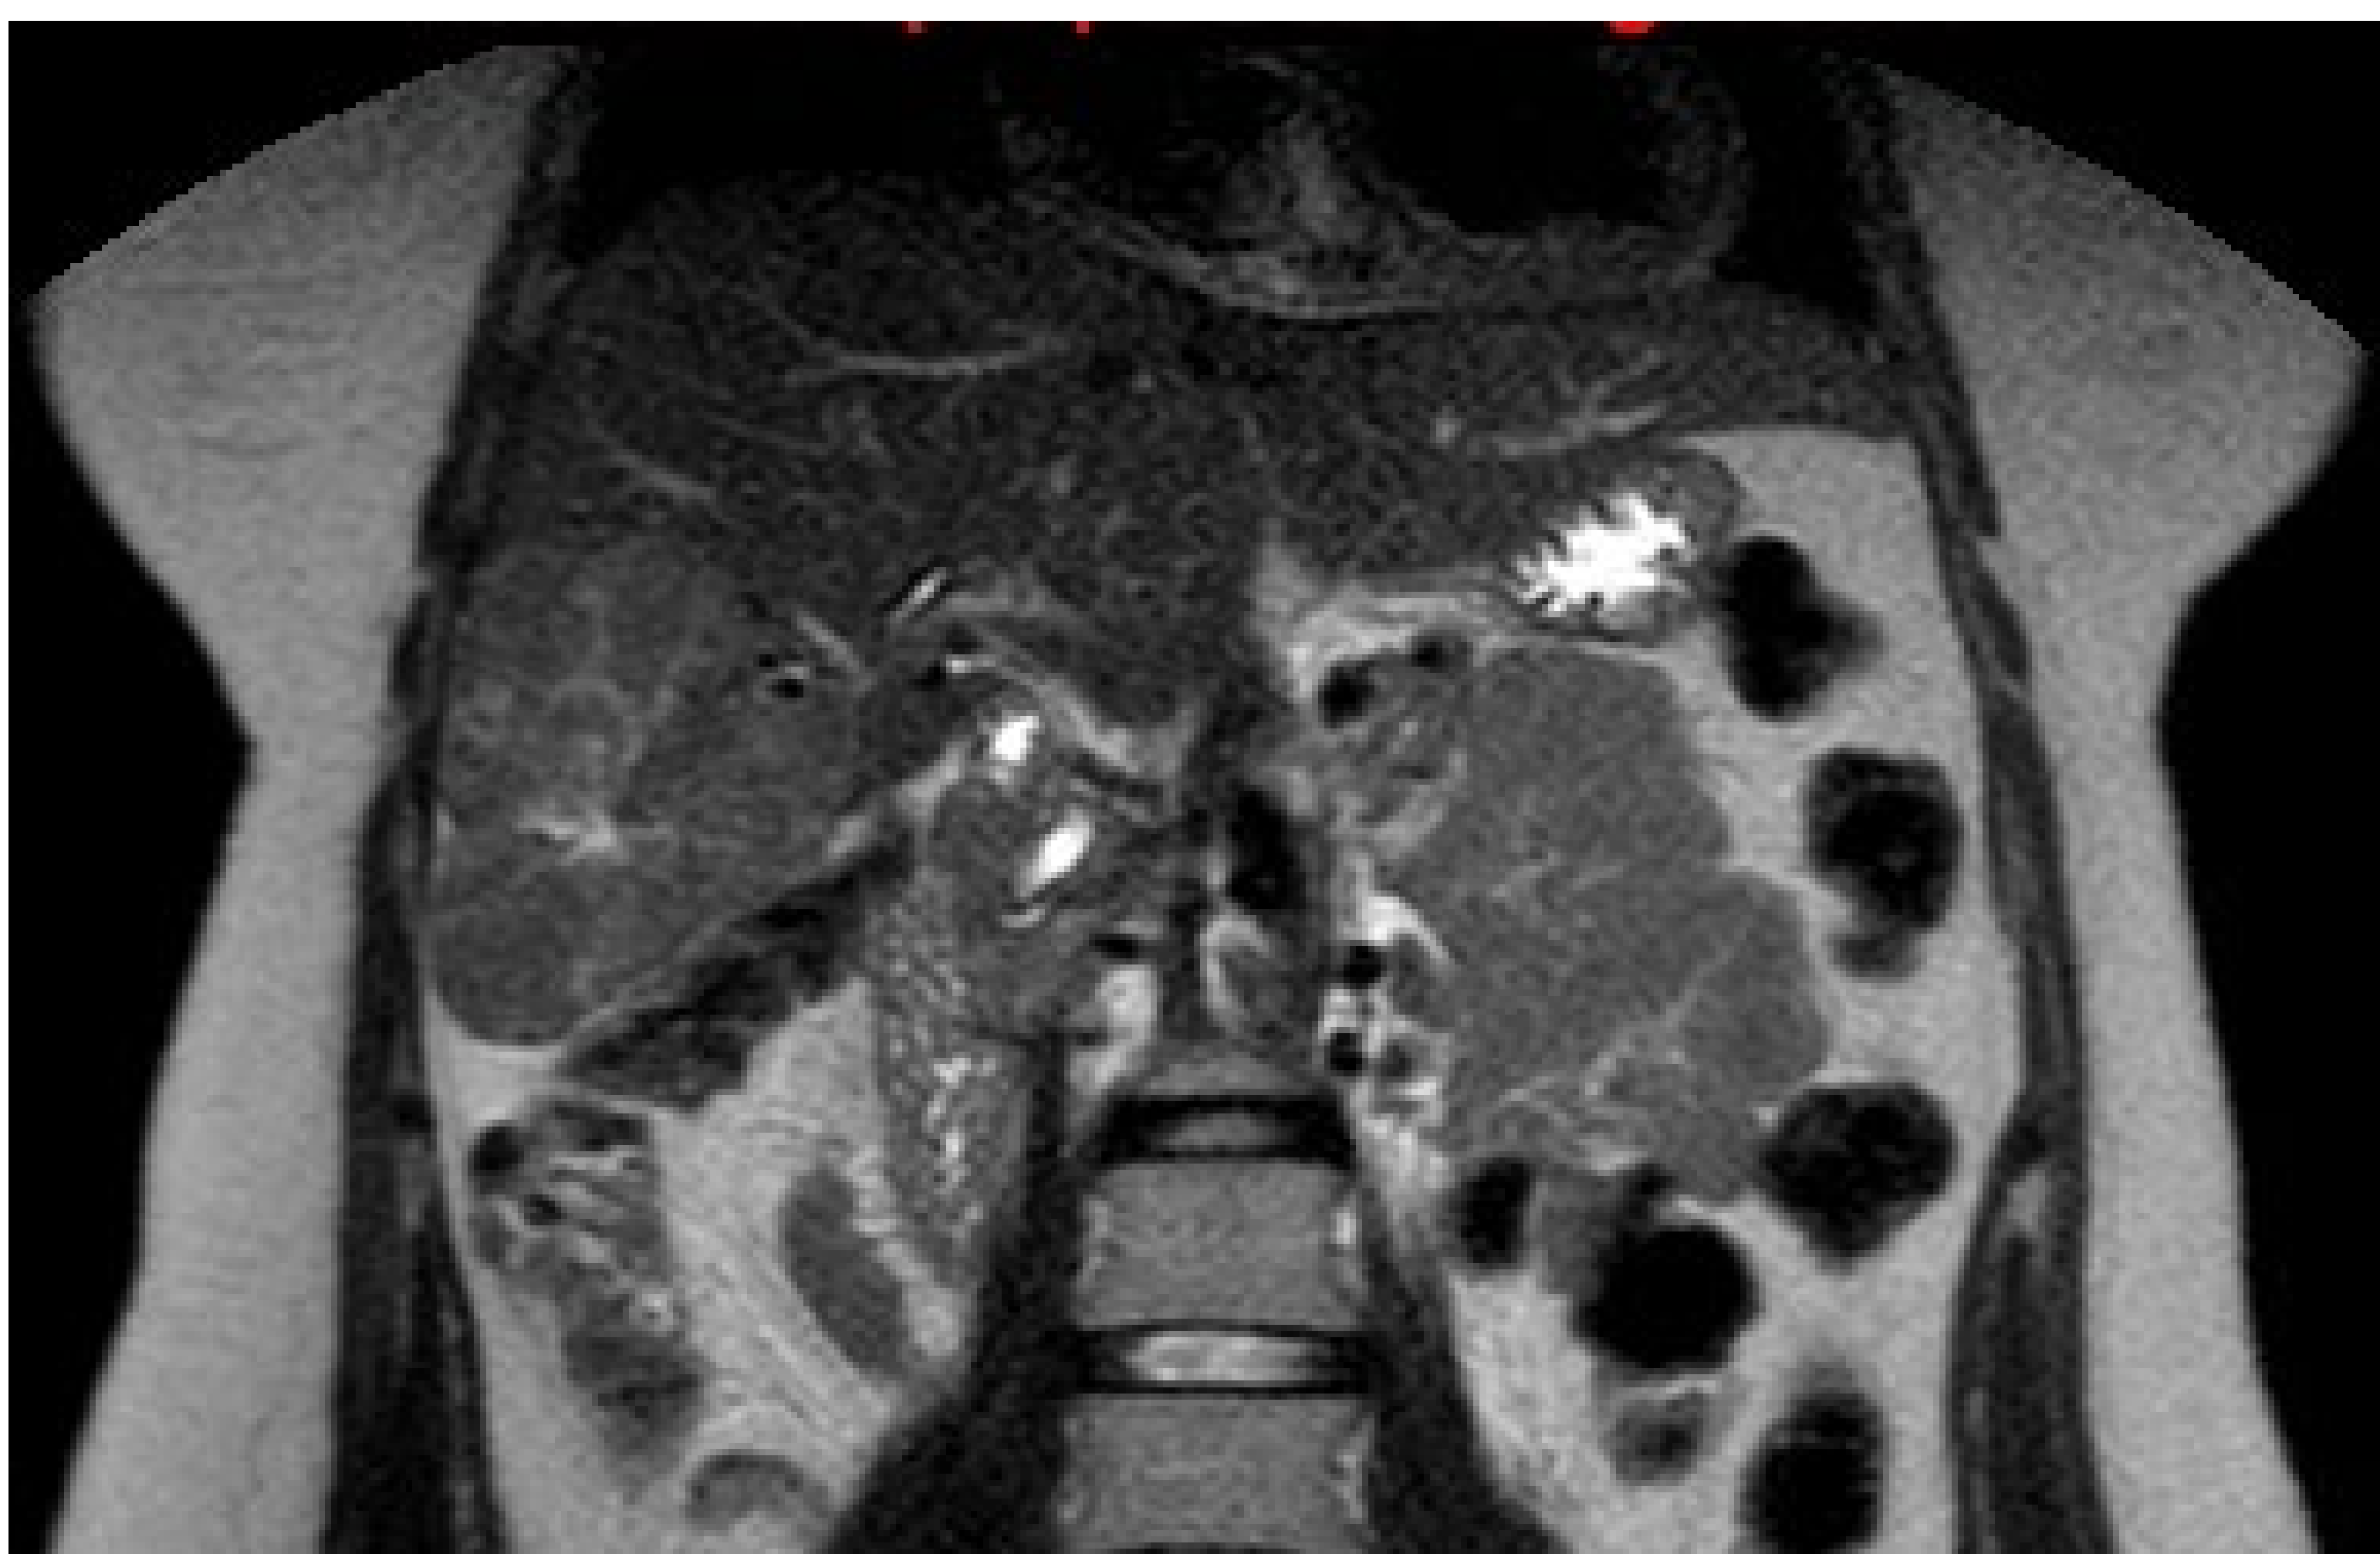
Imagen coronal en secuencia T2 de RM de abdomen, donde se aprecia una lesión focal hepática en segmento 5-6, sólida, con bordes bien delimitados, que presenta un aspecto hipointenso en T1 e hiperintenso en T2, presentando además una cicatriz central hiperintensa también en secuencia T2. Dicha lesión se correspondía con hiperplasia nodular focal descrita previamente visualizada en ecografía. Imagen del servicio de Radiodiagnóstico del HME.
